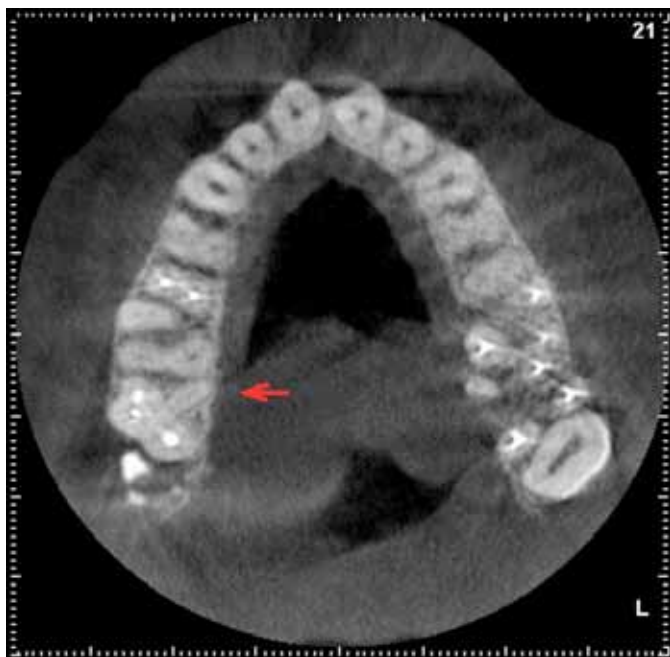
CBCT axial slice is able to show a second palatal root on the maxillary.
